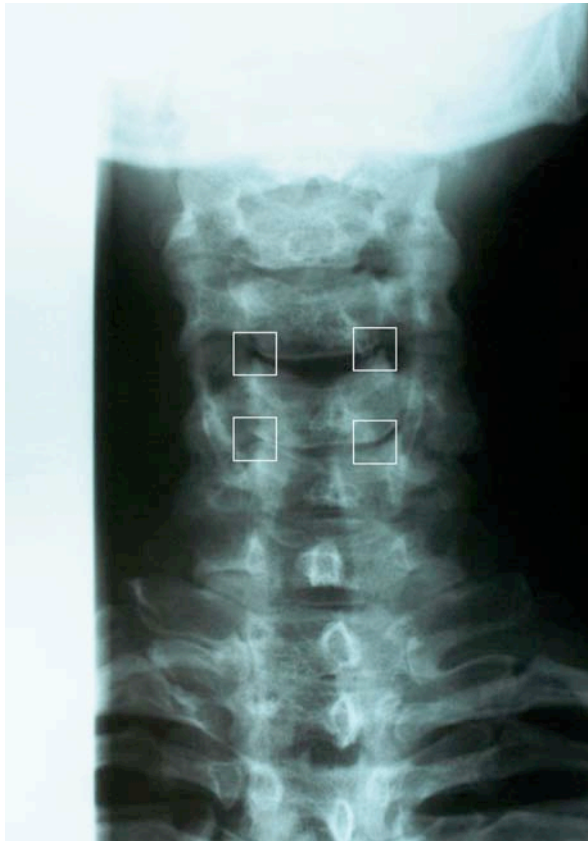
Röntgen HWS in 2 Ebenen, Februar 2002
